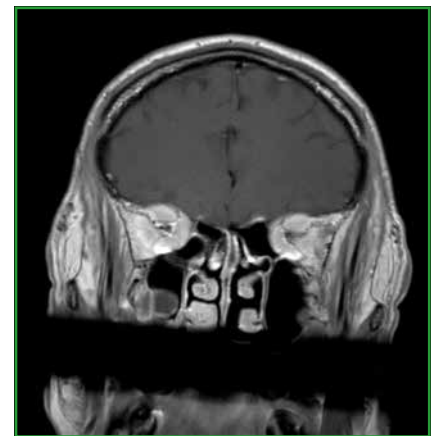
IRM coupe coronale T1 compression postérieure.
